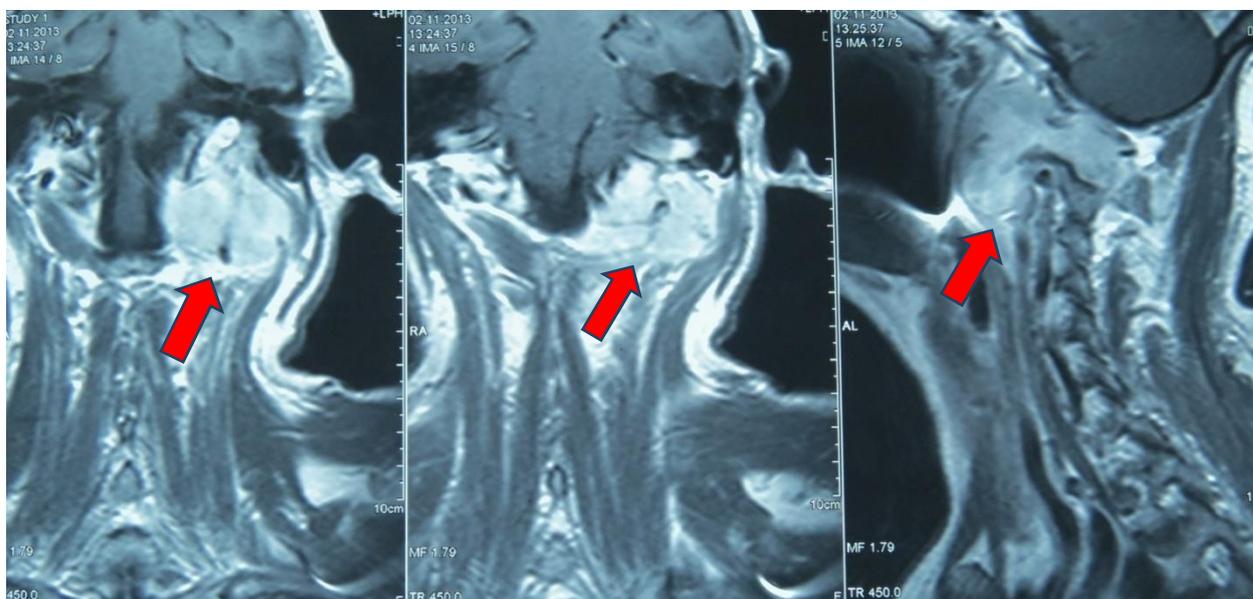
Срезы МРТ. Пациент М. 52г. а) Впервые выявленное патологическое образование верхнезаднебоковых отделов шеи и основания черепа. Имеет чёткие границы и участками инфильтрации по периферии, локализуется в проекции основания средней и задней черепных ямок, тел и отростков
